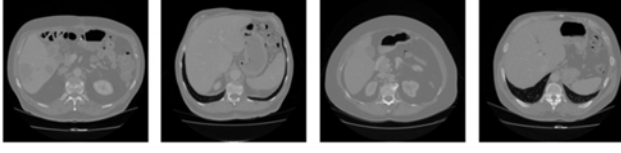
SLIVER07 açık verisetinden seçilen aksiyel düzlemdeki BT kesit örnekleri
